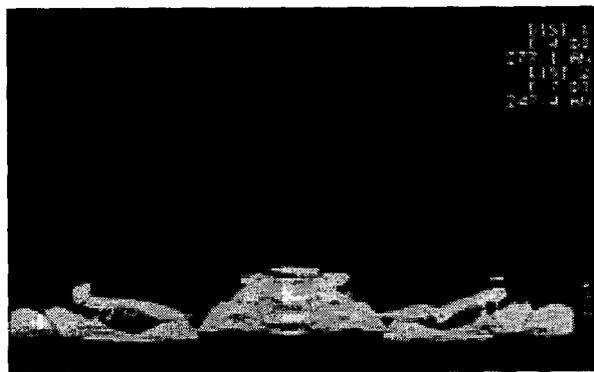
This is anteroposterior view of initial three-dimensional reconstructed computed tomography scan of case 1.
